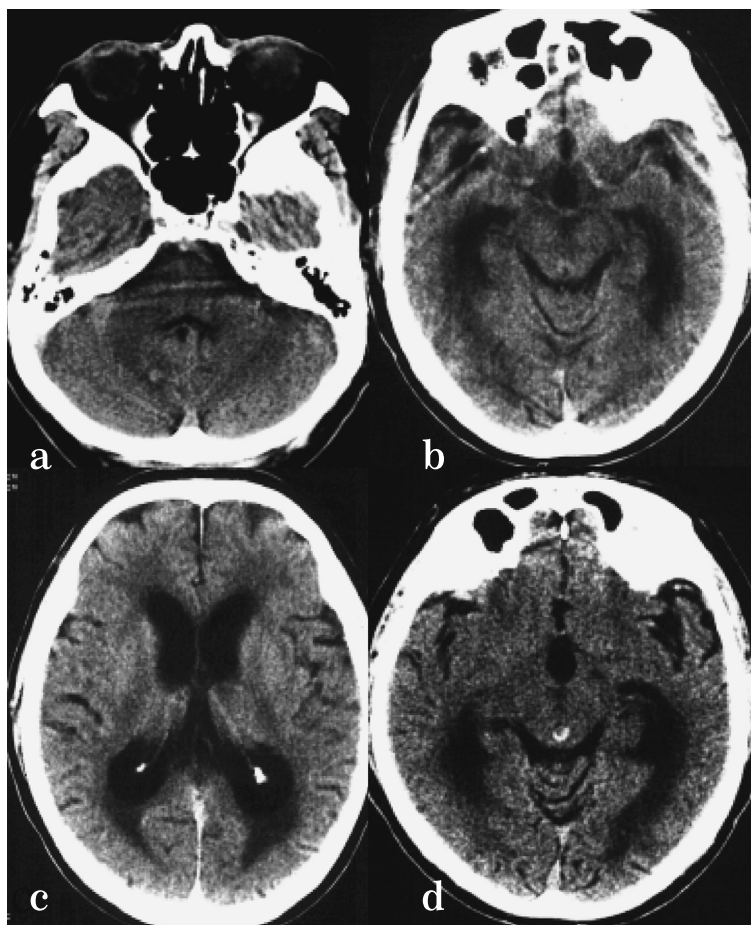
CT scan showing the multiple high density mass lesions in right cerebellum and aqueduct of sylvius with marked dilatation of the bilateral ventricles (Fig. 1a-c). Contrast enhanced CT demonstrating ring enhanced mass lesion in aqueduct sylvius (Fig. 1d).
